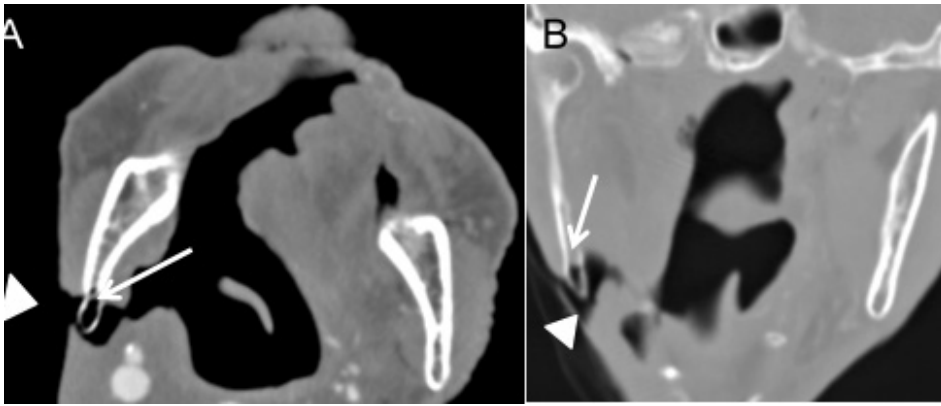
Osteomielite. Imagens axial e coronal de TC em janela óssea (A e B) de um doente com antecedentes de pelvíglosssectomia parcial direita, demonstram adelgaçamento cortical e área de atenuação gasosa no ramo ascendente direito da mandíbula (setas), com extensão aos tecidos moles sob a forma de uma fístula cutânea (cabeças de seta), aspectos que estão em relação com osteomielite crónica.
